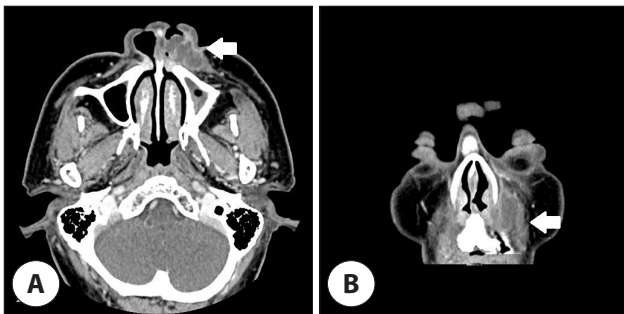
Preoperative paranasal sinus CT. Irregular shaped nasal cavity mass (white arrows) shows with heterogenous density in CT. A : Axial post-enhance view. B : Coronal post-enhance view. CT: computed tomography.
